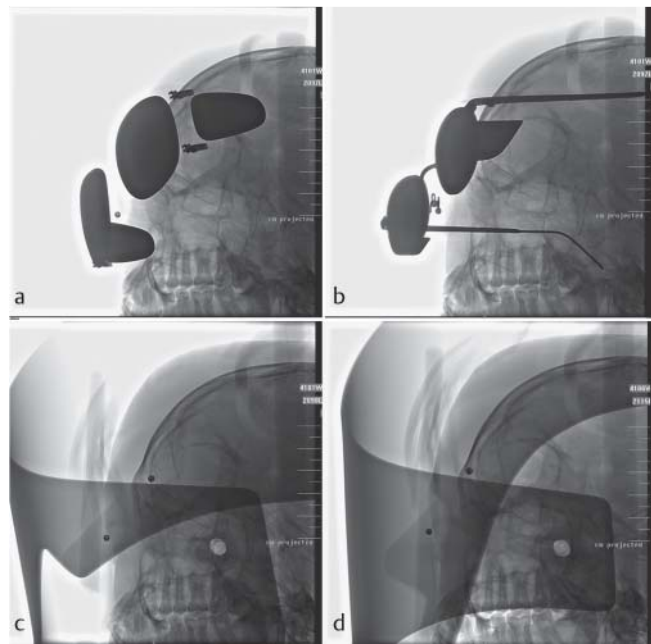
Untersuchte Bleiglasbrillen und Bleiacrylglasvisiere, Radiografie des Kopfphantoms aus 75° LAO mit 30° kaudokranialer Angulation. Zur Verdeutlichung des TLD-Messorts wurden die Augen mit Metallkügelchen markiert. Modelle: a BR124, b GL3523, c BRV 501, d BRV 500.
